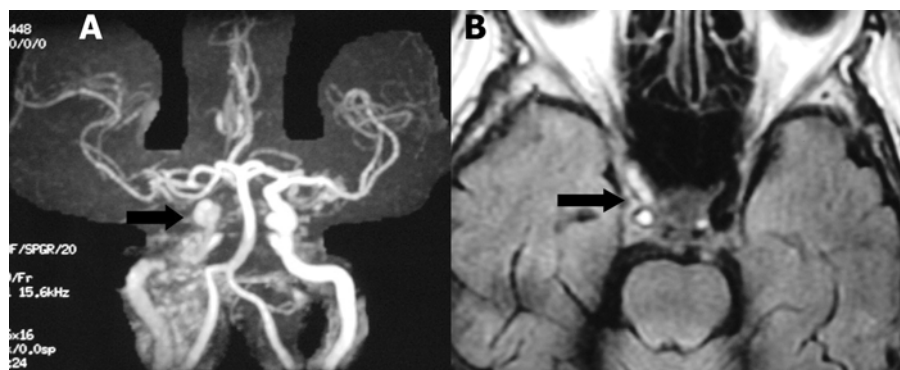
Oclusão da porção intracavernosa da artéria carótida interna direita. A) Angiografia por ressonância magnética, mostrando o local da oclusão (seta). B) Presença de material com hipersinal na série *FLAIR* no interior da porção intracavernosa da artéria carótida interna direita indicando oclusão (seta) e ausência normal de sinal na carótida interna esquerda indicando fluxo preservado.
